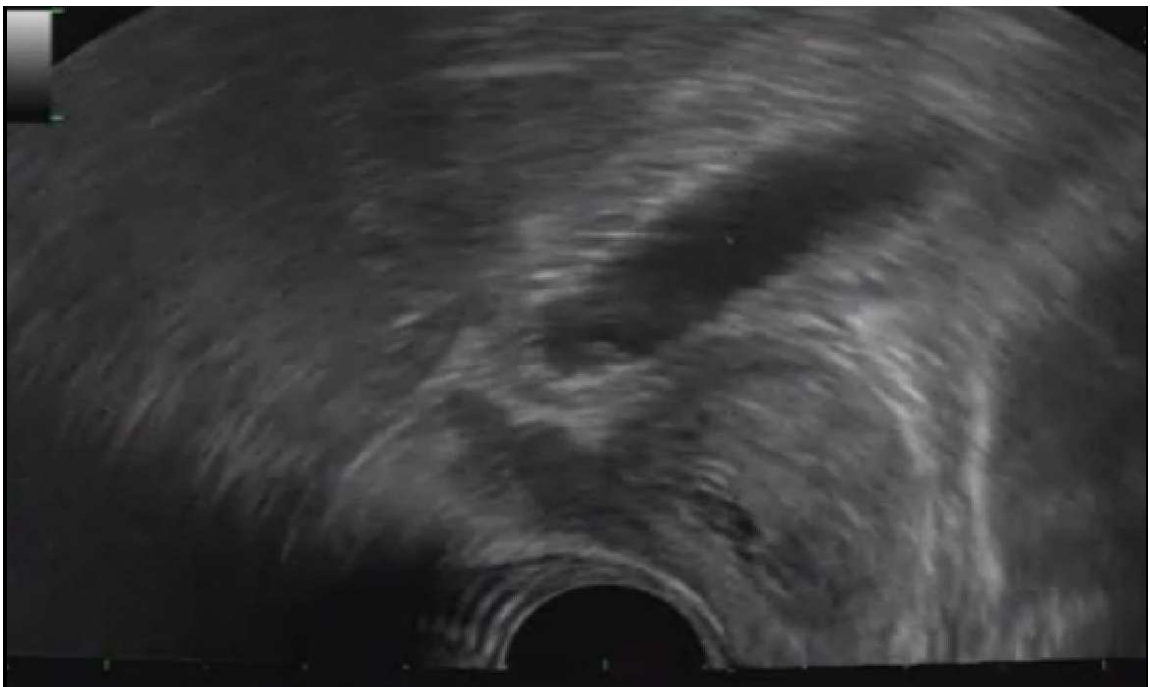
Image échographique montrant la prostate, la vessie et les SV.
